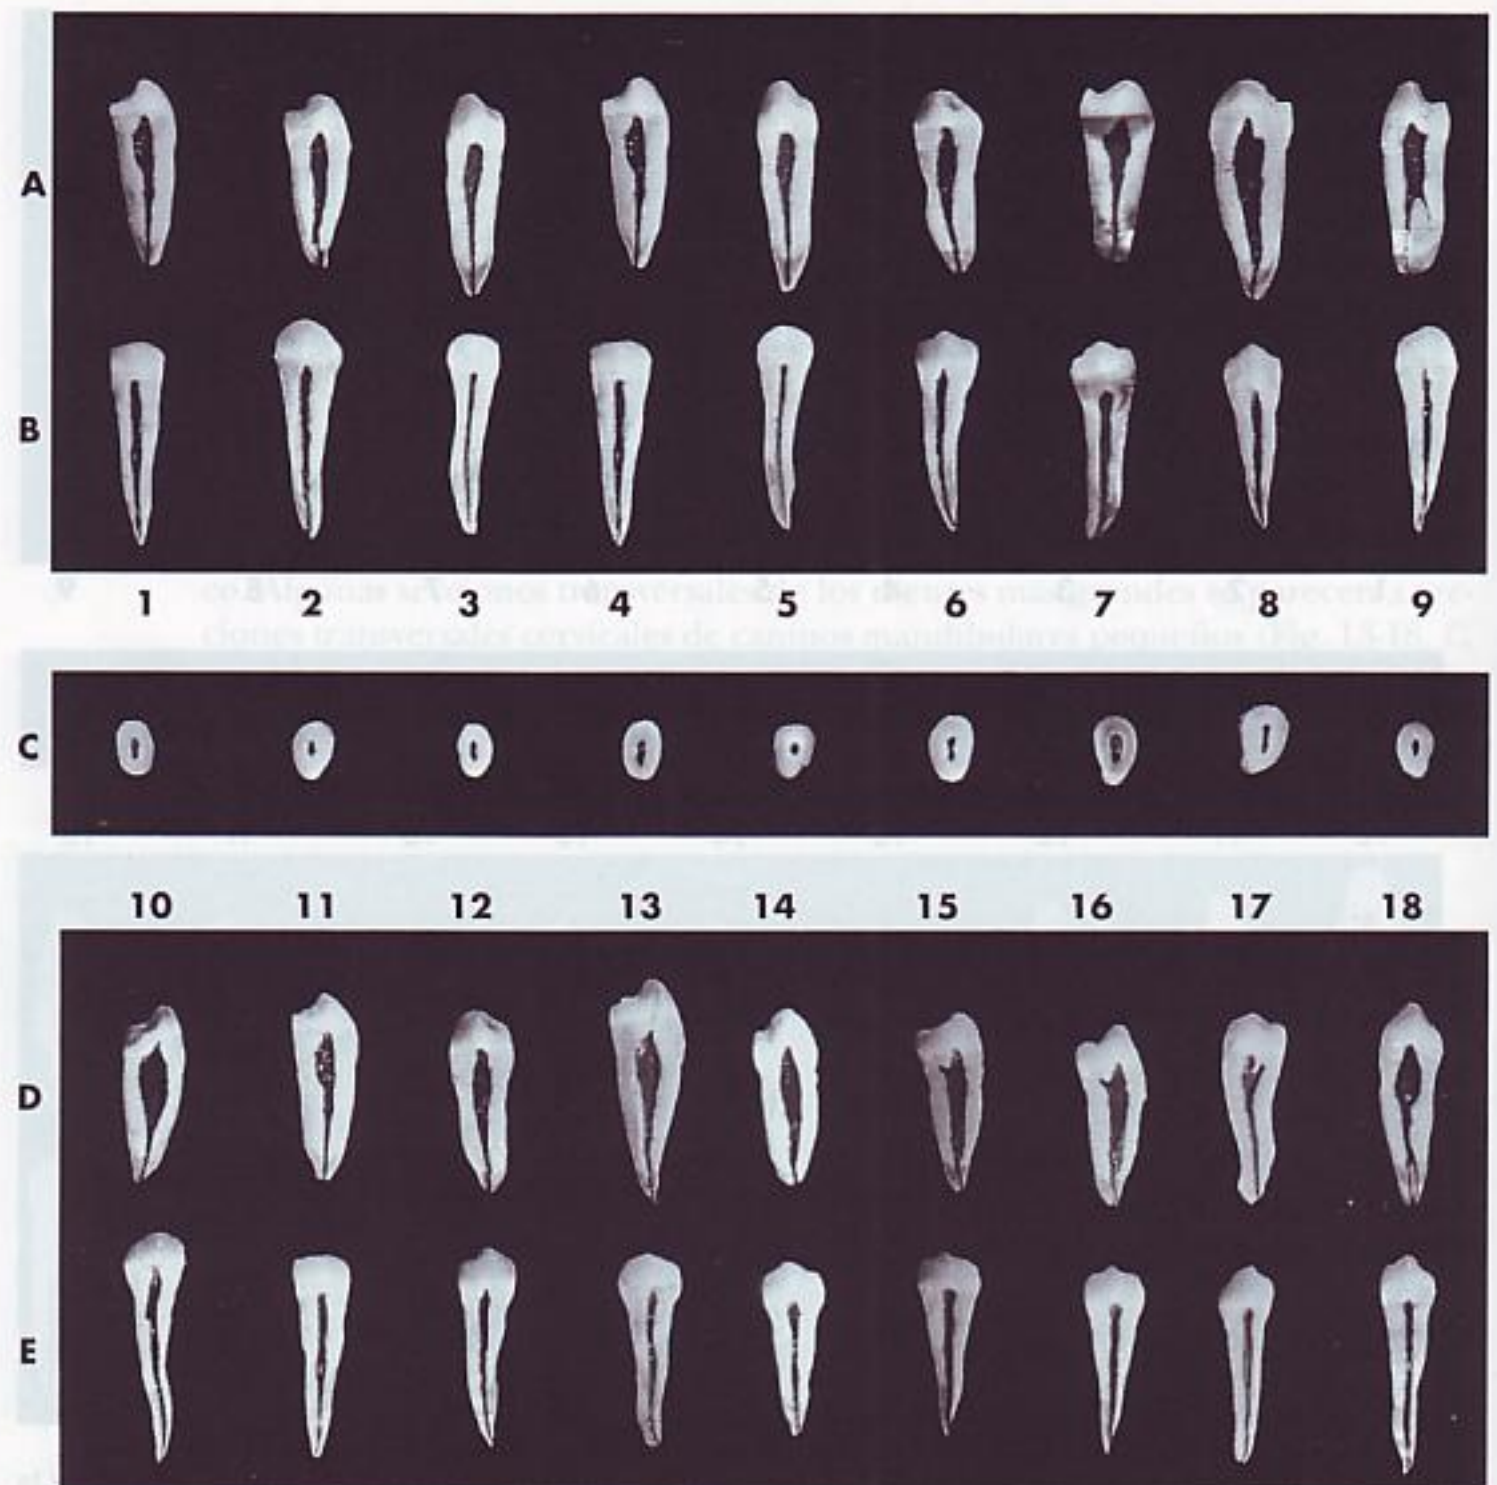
Primer premolar mandibular. A, sección vestibulolingual mostrando la superficie mesial y distal de la cavidad pulpar. Esta proyección no se puede ver en las radiografías dentales. B, sección mesiodistal mostrando la superficie vestibular y lingual de la cavidad pulpar. C, sección transversal cervical en la UAC mostrando la cámara pulpar. Corresponde a la entrada del conducto o conductos radiculares que se pueden ver en el suelo de la cámara pulpar. D, sección vestibulolingual mostrando la superficie mesial y distal de la cavidad pulpar. E, sección mesiodistal mostrando la superficie vestibular y lingual de la cavidad pulpar.
